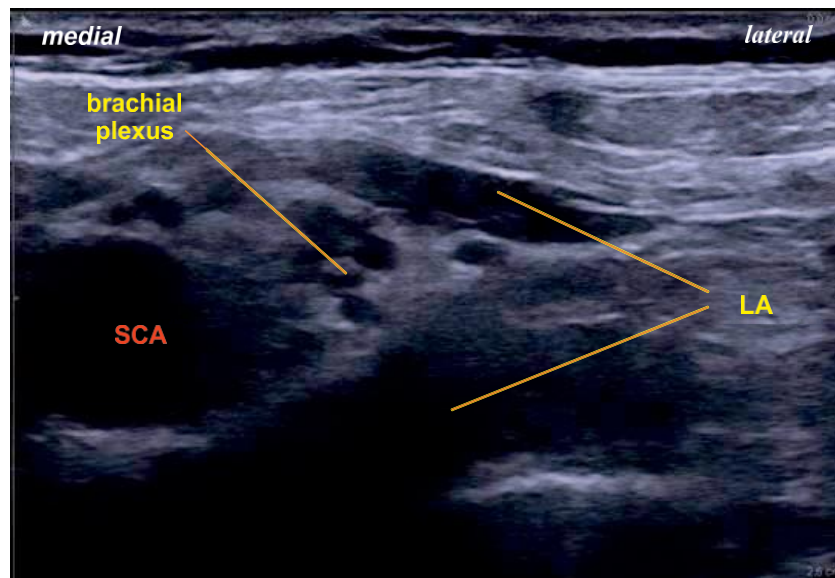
Image échographique montrant le plexus brachial entouré par l'anesthésique.
